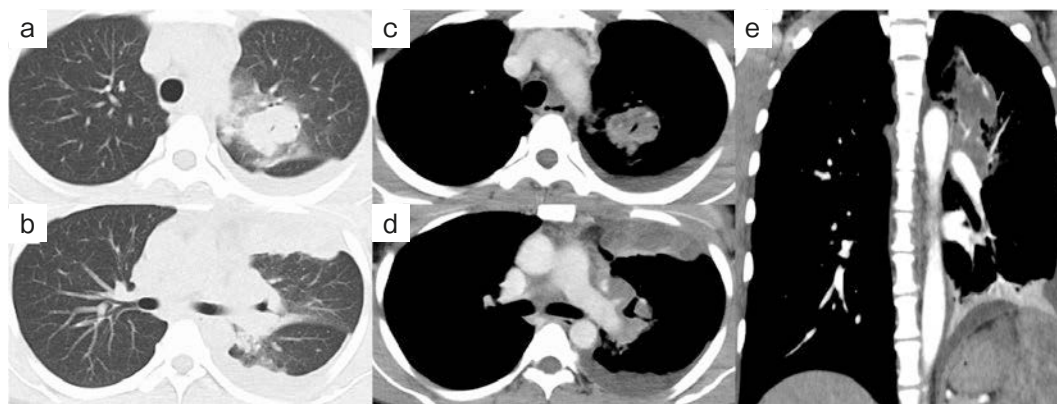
入院時胸部造影CT. (a~e) 左上葉から左肺門部・大動脈弓外側にかけて造影効果の乏しい連続する腫瘤影を認め、初診時(図1)と比較し増大し、(b, d) 左肺S³胸膜直下への進展も認めた. また軽度の高吸収を呈する左胸水が新たに出現した.
